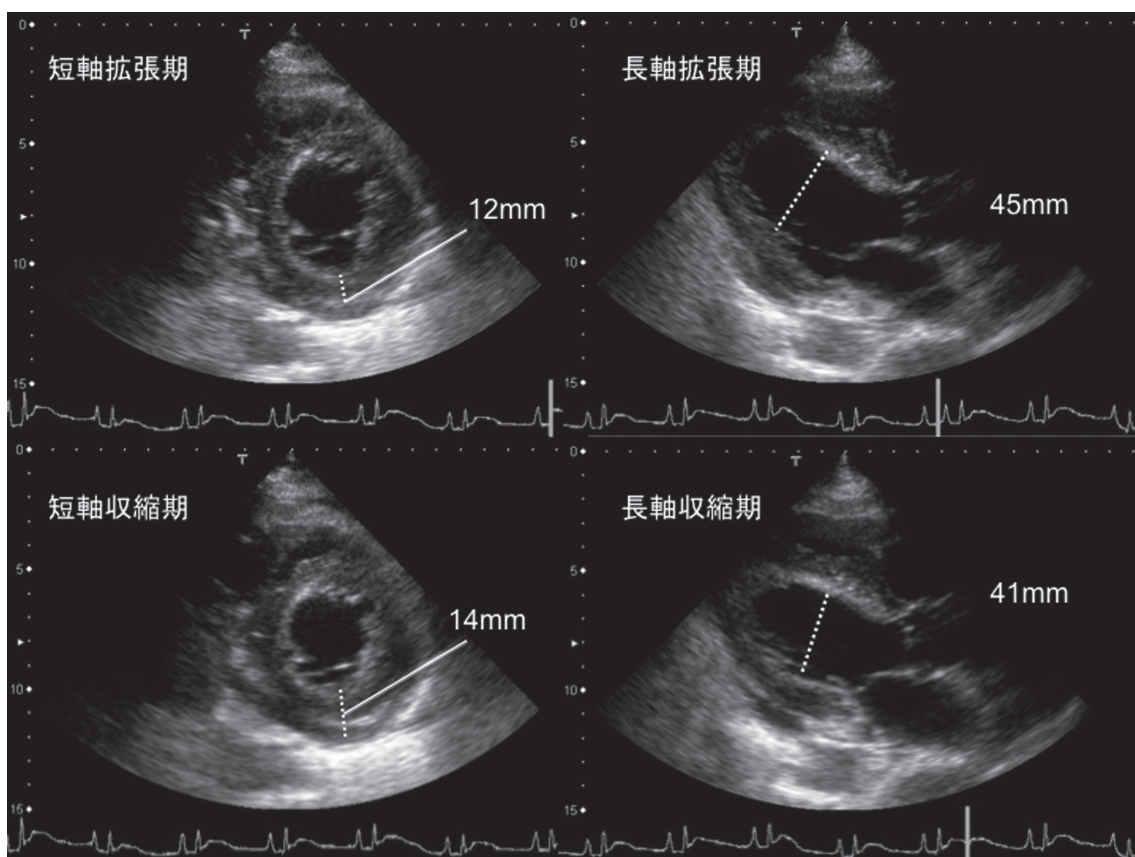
2009年12月来院時の経胸壁心エコー所見。
